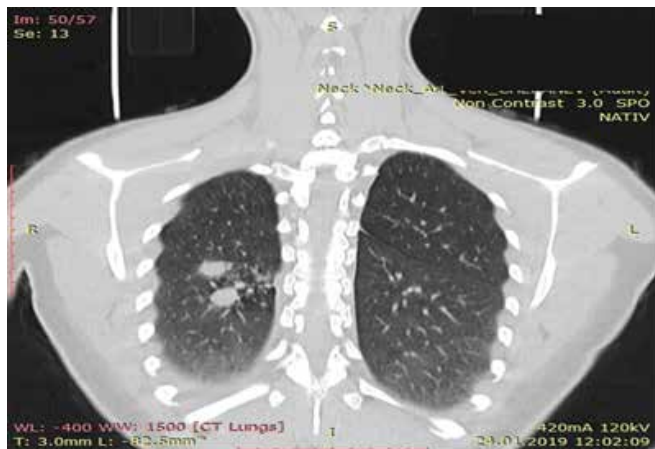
КТ шеи, органов грудной клетки от 24.01.2019
